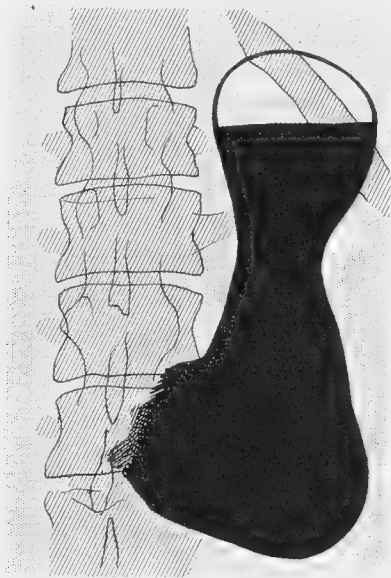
Radiographie de R..., observation XI, évacuation normale avec bas-fond.
